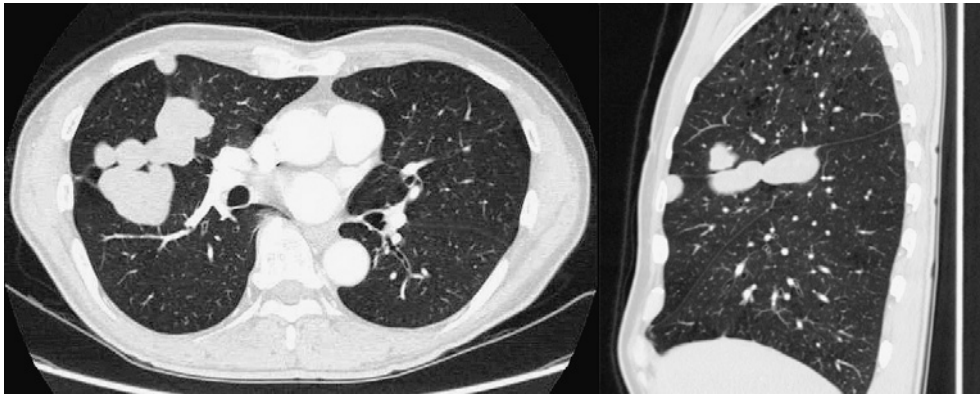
Contrast-enhanced computed tomography revealed a mass of consecutive multiple nodules of approximately 7.2 cm in diameter in the right minor and major fissures with low enhancement. The nodules on this slice were all connected.
